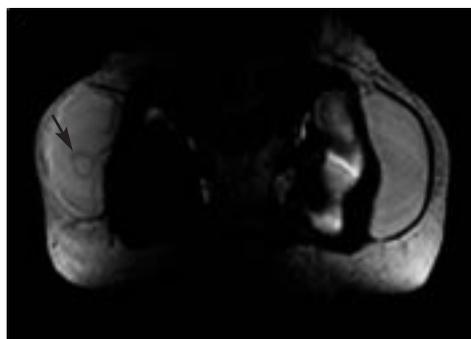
Resonancia magnética coronal potenciada en T2 FSE. Colapso de la cubierta del implante en el seno de la silicona, debida a rotura intracapsular. El implante izquierdo se encuentra intacto.
